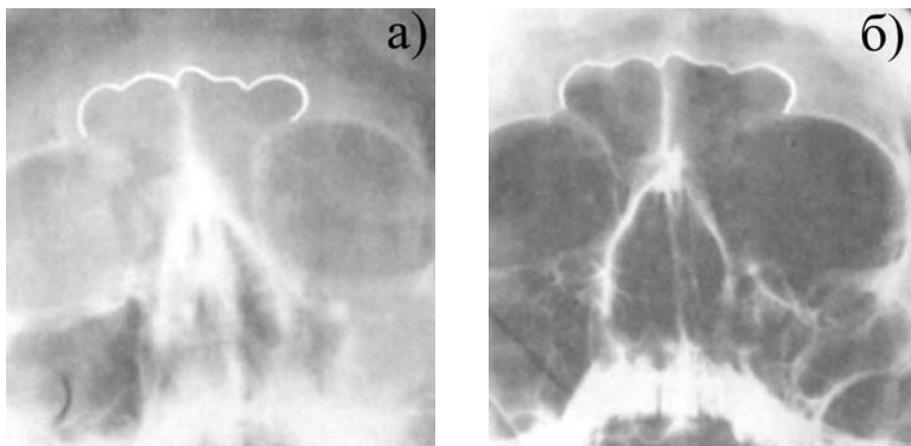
Показаны дне рентгенограммы костей черепа: а) выполненная прижизненно конкретному человеку «А»; б) выполненная посмертно, на черепе неизвестного человека «Х». На фотоснимках обведены контуры лобных пазух (полости в лобных костях черепа человека). Наличие совпадения контуров этих пазух, в совокупности с другими данными, позволило сделать положительный идентификационный вывод
